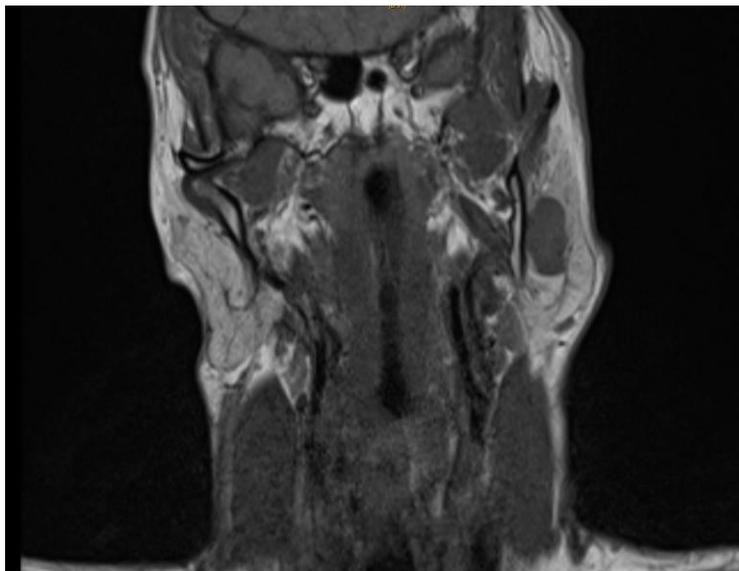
IRM cervicale en séquence T1 en coupe coronale
